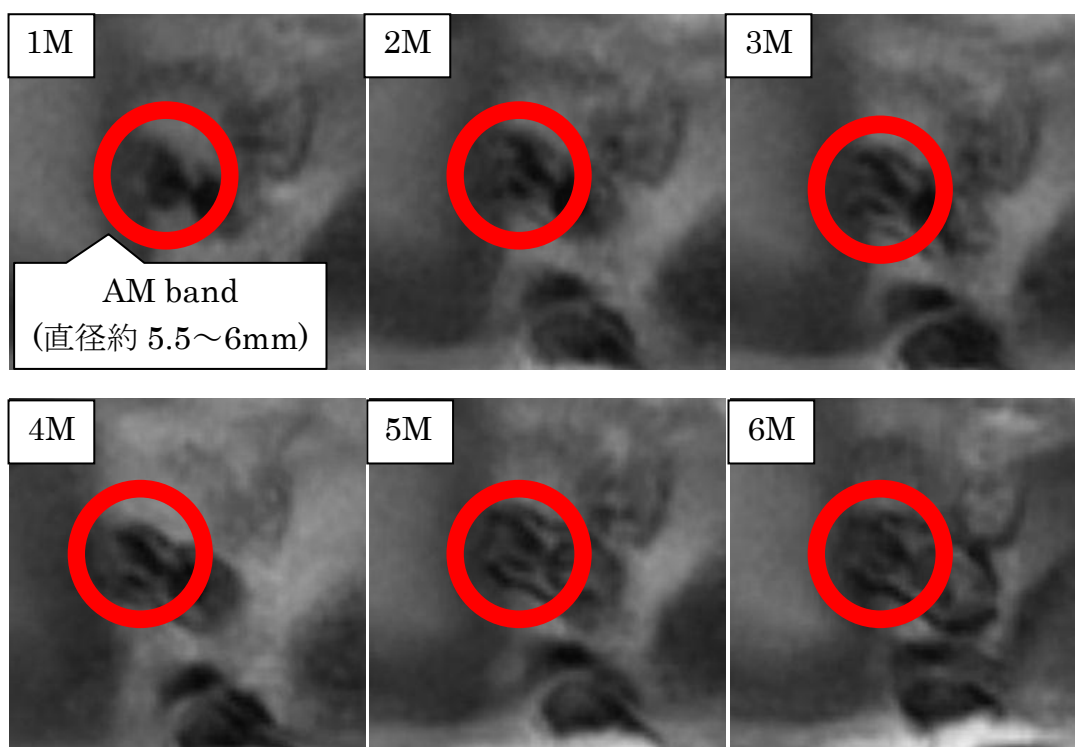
再建 ACL の MRI 画像例(拡大)
